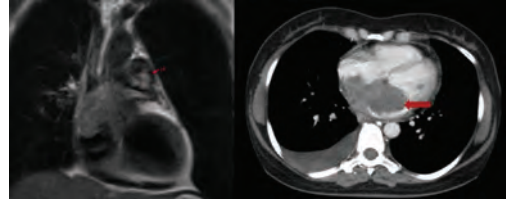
A mass in the left and right atrium (MR and CT images).
